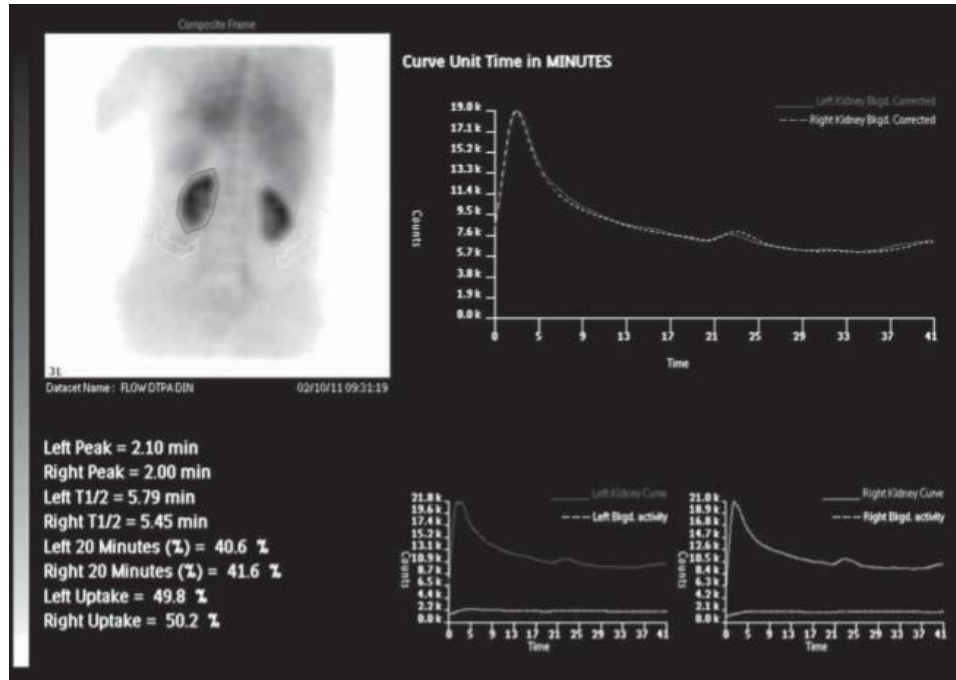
Sağlıklı böbreklerin Tc-99 DTPA ile yapılmış dinamik böbrek sintigrafisi görünümü.
